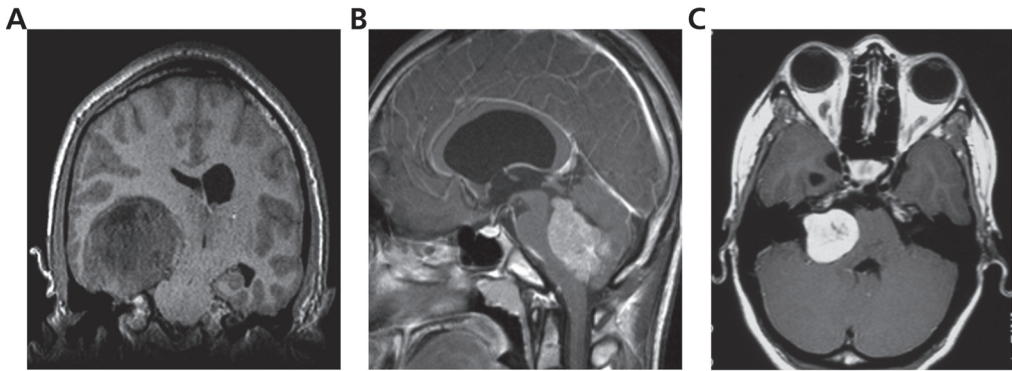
MRT-Aufnahmen von unterschiedlichen Tumoren. (A): Glioblastom, (B) Kleinhirnmедуloblastom, (C) Akustikusneurinom.
